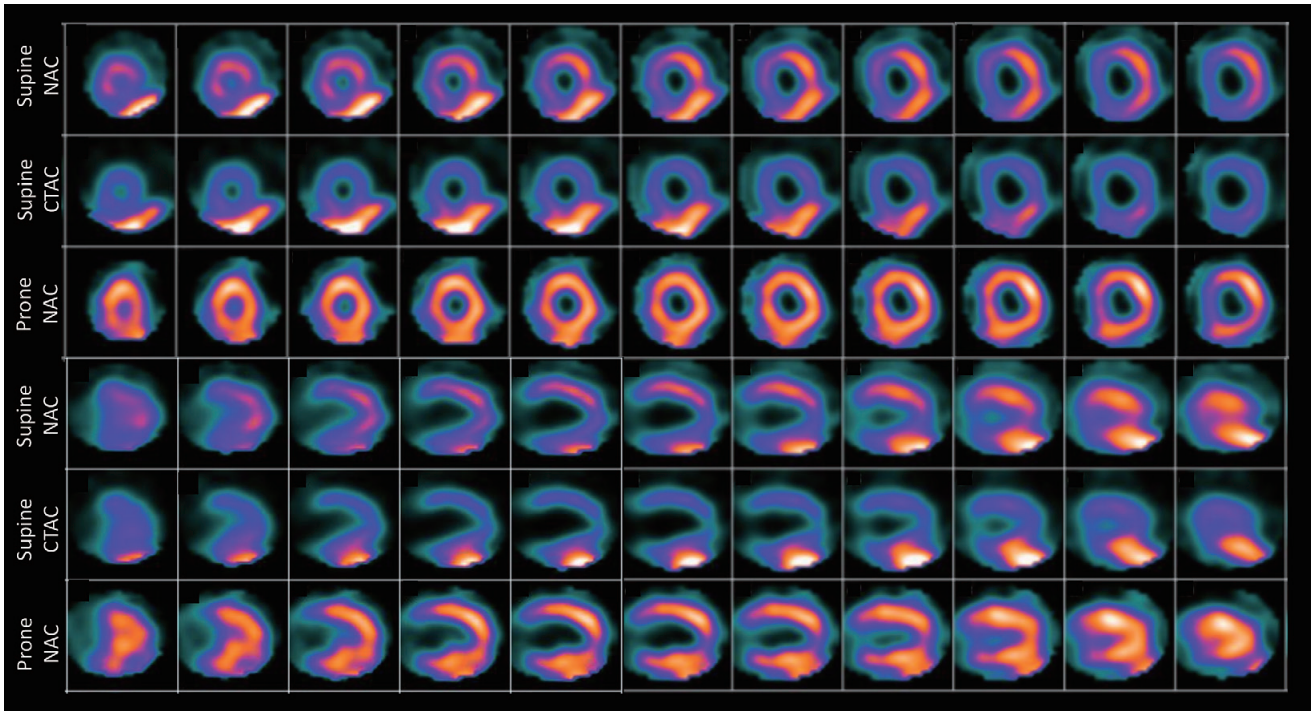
図 S.3a の被検者で、仰臥位撮像後すぐに、IQ・SPECT 撮像を伏臥位で行った。短軸と垂直長軸で仰臥位の減弱補正の有無、さらに減弱補正なしの伏臥位画像を表示する。図 S.3a で示したように、仰臥位の画像は、心外集積による影響が下壁に重なっているため、下壁の解釈が困難になっている。減弱補正後の仰臥位の画像では、横隔膜下の取り込みのさらなる強調、前壁、中隔での集積低下がみられる。しかし、伏臥位の画像では減弱補正なしであっても、心筋全体に均一な分布を示し、下壁が正常な分布を示していることが観察できる。このように、特に下壁の減弱が肝臓、消化器官の取り込みによる干渉で、解釈が困難となる場合は、伏臥位画像が有用であると考えられる。(Courtesy of l'Hôpital de la Cité-de-la-Santé, Laval, Canada)
